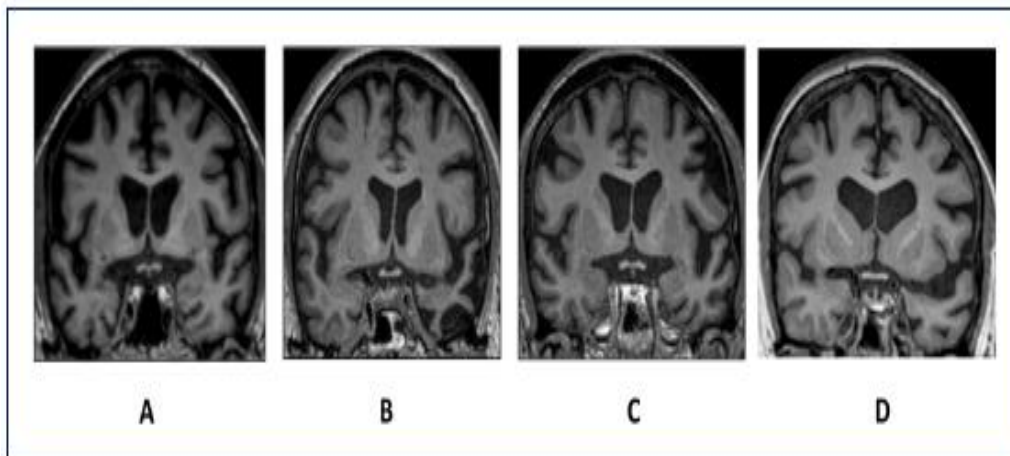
Imágenes de resonancia Magnética nuclear representativas de cortes coronales.<sup>16</sup>
